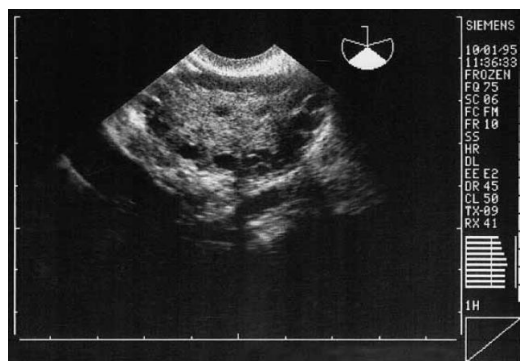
Échographie transvaginale montrant un ovaire polykystique. Des kystes folliculaires nombreux sont arrangés autour de la périphérie de l'ovaire donnant un aspect typique d'un 'collier' (Godwin, 2004).
